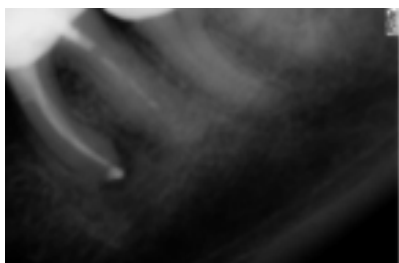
Контрольная рентгенограмма зуба 36 через 8 месяцев после пломбирования. Отмечено уменьшение объема периапикального лизиса в области медиального корня
